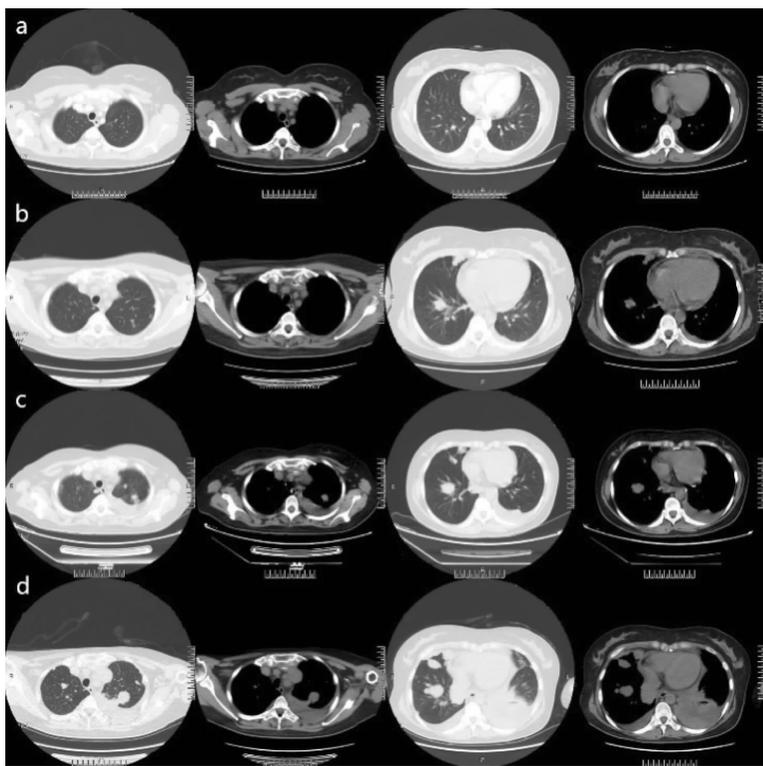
The chest CT images of the patient with SNUC
